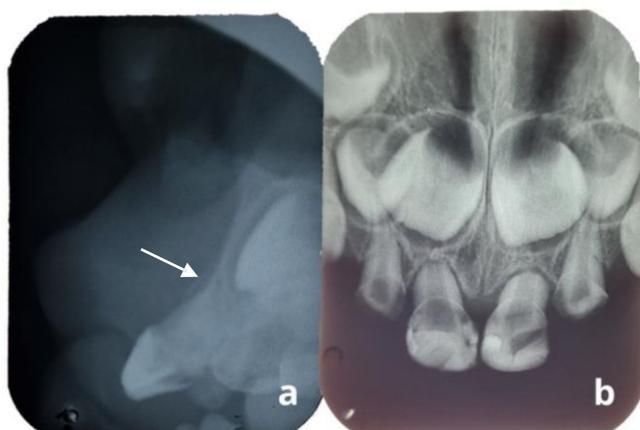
Radiografias do terceiro mês após trauma, mostrando tábua óssea vestibular ainda delgada (a, seta) e a reabsorção quase total do fragmento apical do dente 61 e reabsorção da raiz do dente 51(b).
